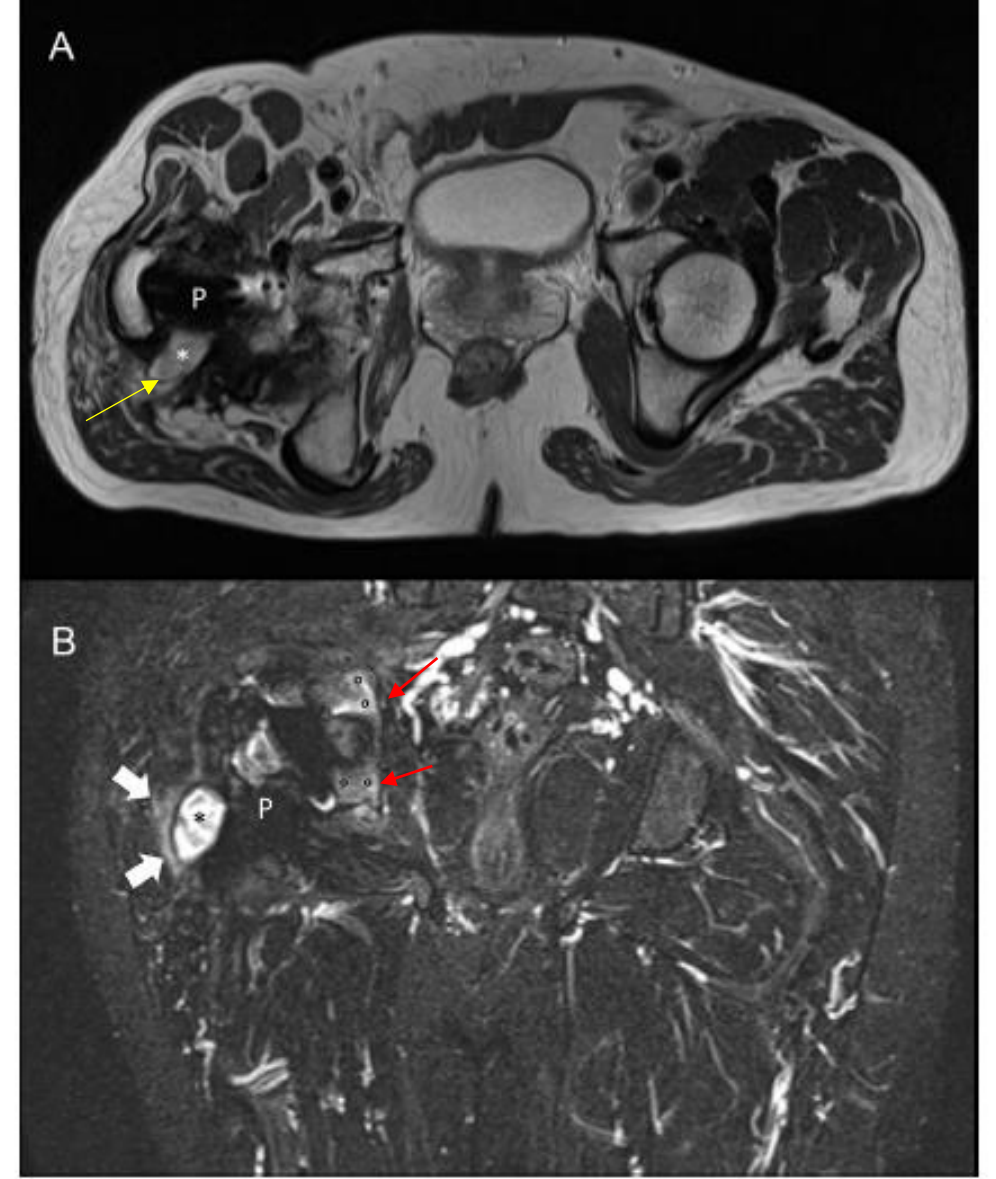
Magnetic resonance imaging (MRI) of a 58-year-old patient with culture-proven infected right hip prosthesis. (A) T2-weighted axial and (B) short-tau inversion recovery coronal scan show hyperintense synovitis (asterisks), extra-capsular edema (arrows), and bone edema (circles). Metallic artefact is limited to the implant only (P) and does not obscure the findings of infection.
